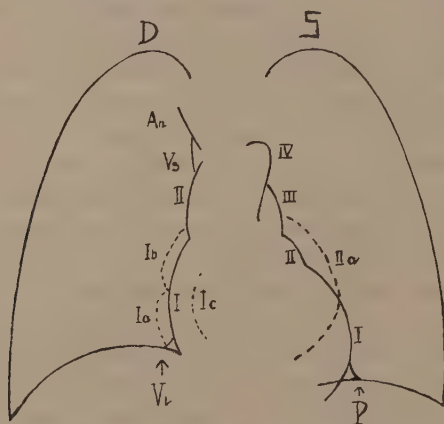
Sichtbarkeit der Herzteile in der Röntgensilhouette.
